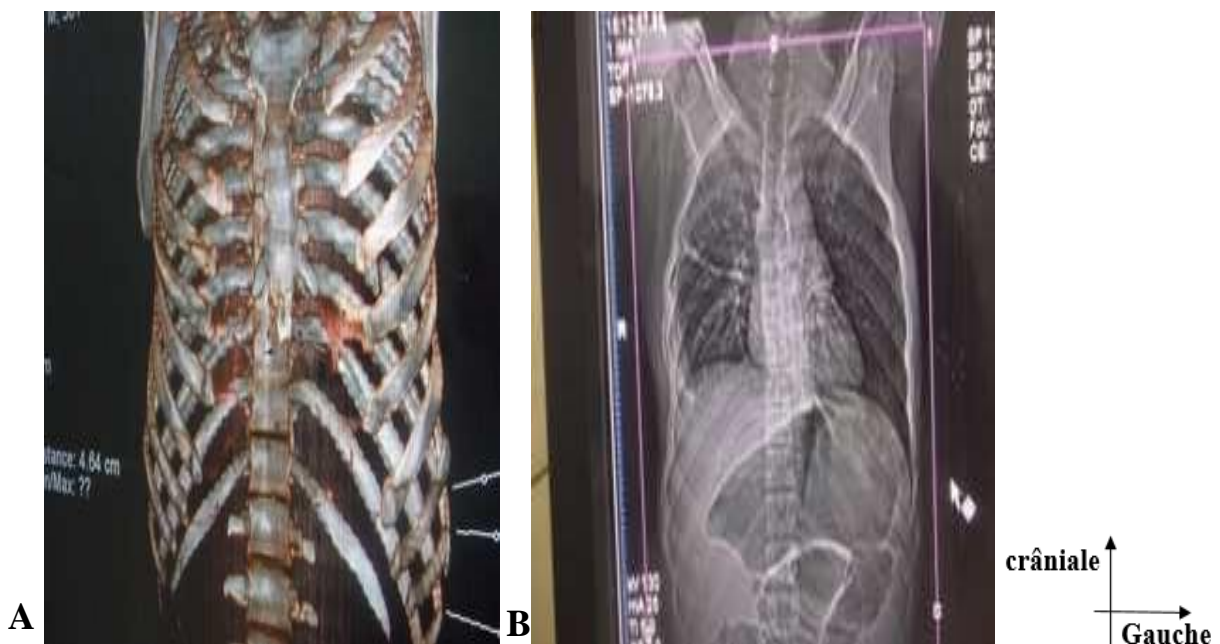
TDM Thoracique post AVP d'un enfant de 12 ans
